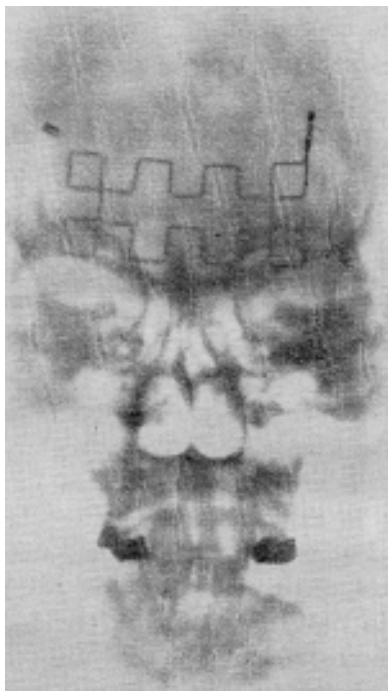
Radiografía de cráneo, frontal preoperatoria, con la sombra superpuesta de la malla metálica cuadrículada que permite medir la extensión vertical y transversal de los senos frontales.
